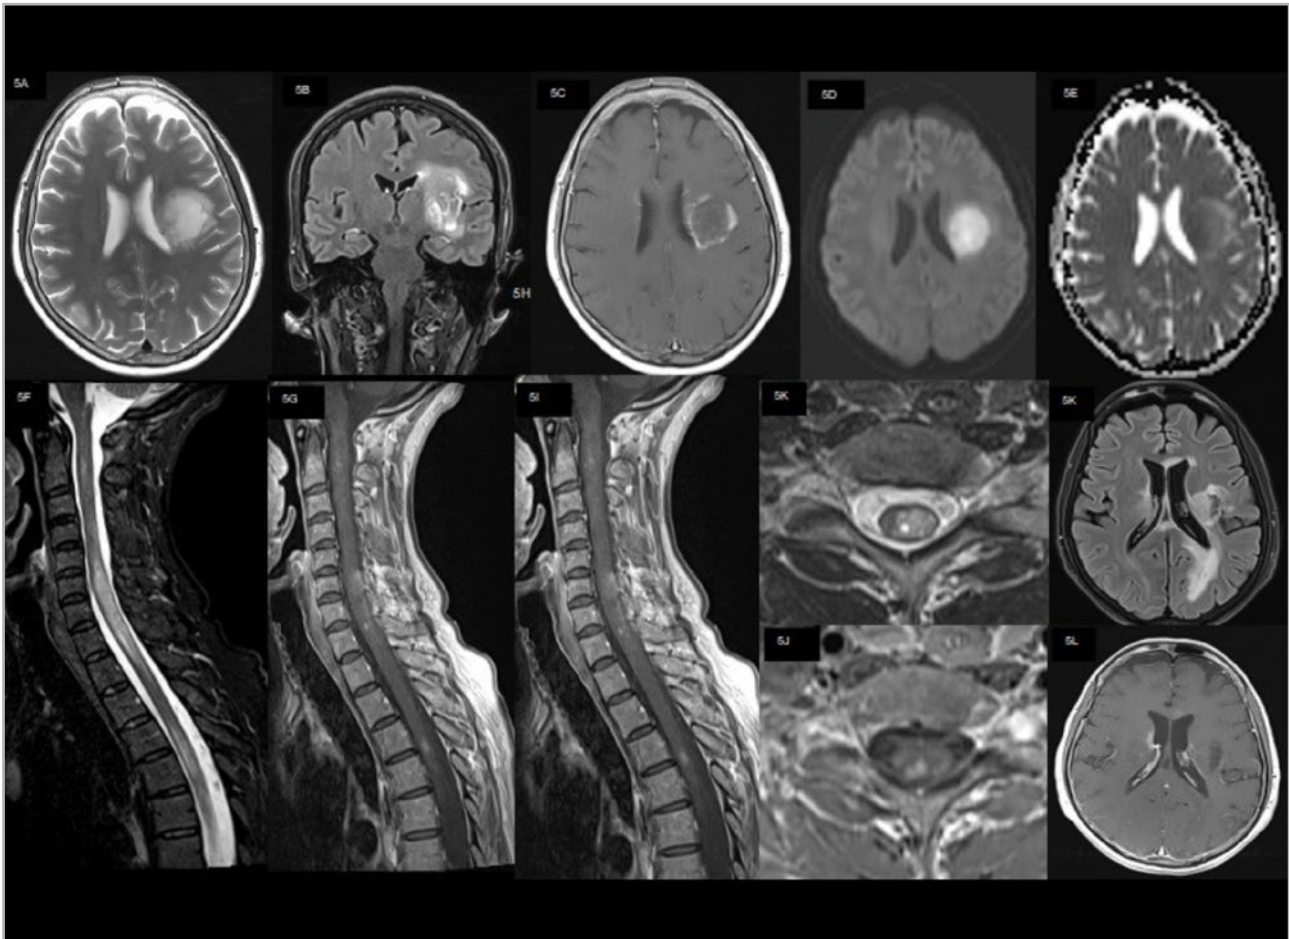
Paciente de 61 años sin antecedentes que se presenta con lesión desmielinizante tumefactiva (LDT) como inicio de una neuromielitis óptica (NMO). Secuencia potenciada en T2 axial y FLAIR poscontraste coronal (5A y 5B) que muestran extensa lesión en corona radiata y cápsula externa izquierda con halo hipointenso en la secuencia potenciada en T2. En la secuencia potenciada en T1 poscontraste (5C) se aprecia un realce anular casi completo. En la secuencia de difusión (5D y 5E) se aprecia una hiperintensidad en el mapa b1000 sin ser claramente una restricción de difusión, descartándose el absceso. Posteriormente, a los 10 meses, la paciente presentó lesión extensa longitudinal medular con tumefacción del cordón medular en la secuencia STIR en plano sagital (5F) con realce de contraste intravenoso irregular (5G, 5H y 5J) y presencia de lesión puntiforme brillante focal en la secuencia potenciada en T2 en plano axial (5I) específica de las mielitis por NMO. La lesión cerebral había evolucionado a un área de aspecto necrótico con gliosis marginal residual, traduciendo pérdida tisular en la secuencia FLAIR axial (5K) y sin realce de contraste en la secuencia potenciada en T1 poscontraste (5L).
